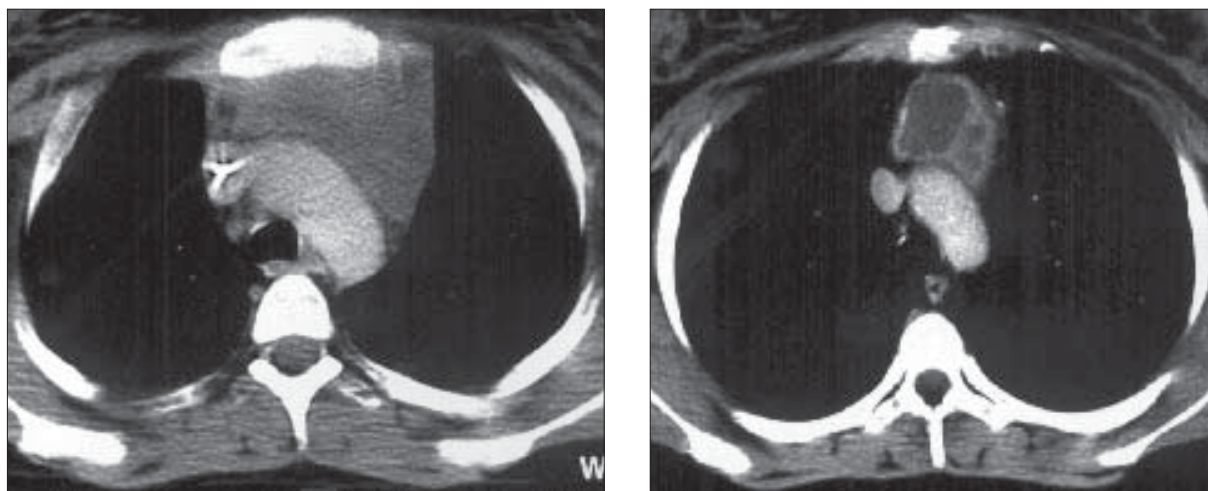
Limfom non Hodgkin. Secțiuni CT de torace înainte și după tratament.
